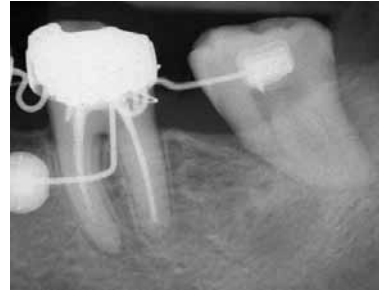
Radiografia endorale di controllo con quarto sezionale in situ.
